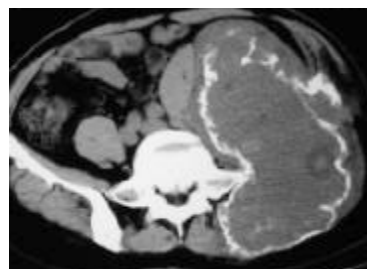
Aspect CT al aceluiași caz.
